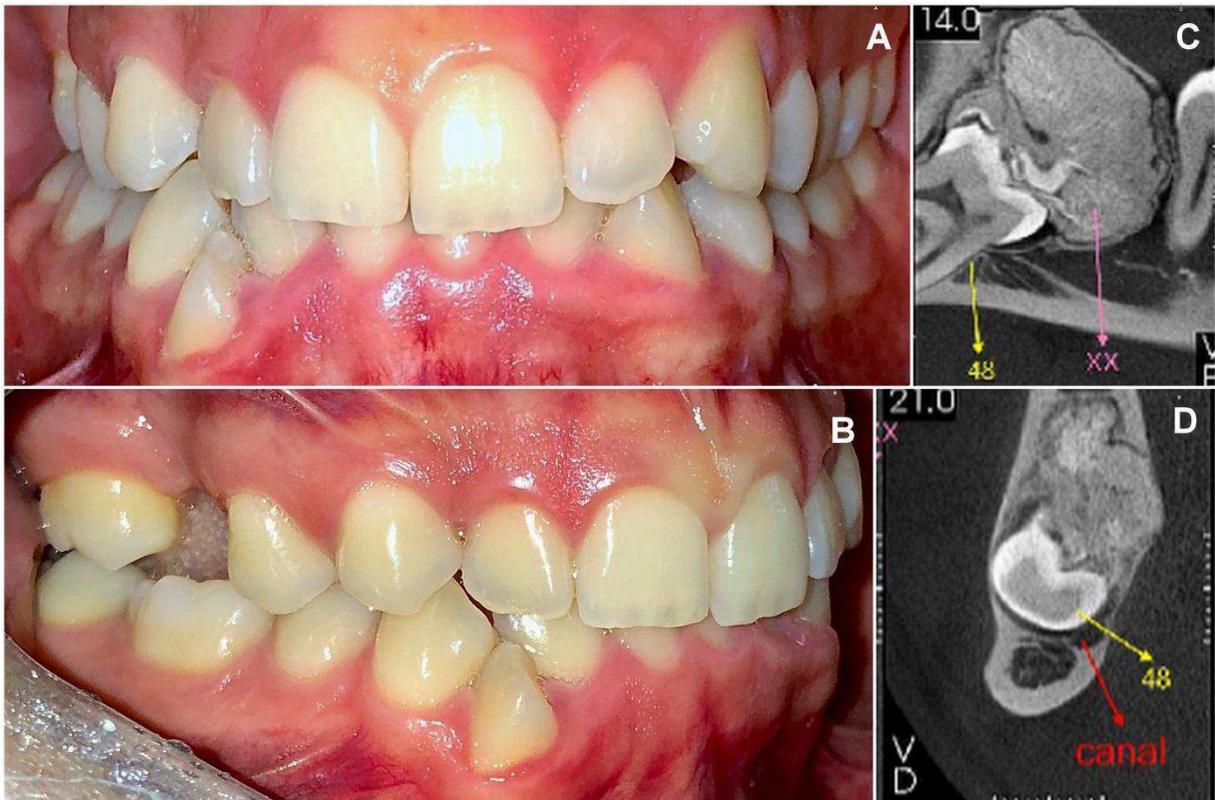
Aspecto clínico oral do paciente nos ângulos frontal (A) e lateral esquerdo (B) apresentando características de normalidade. Cortes de Tomografia
